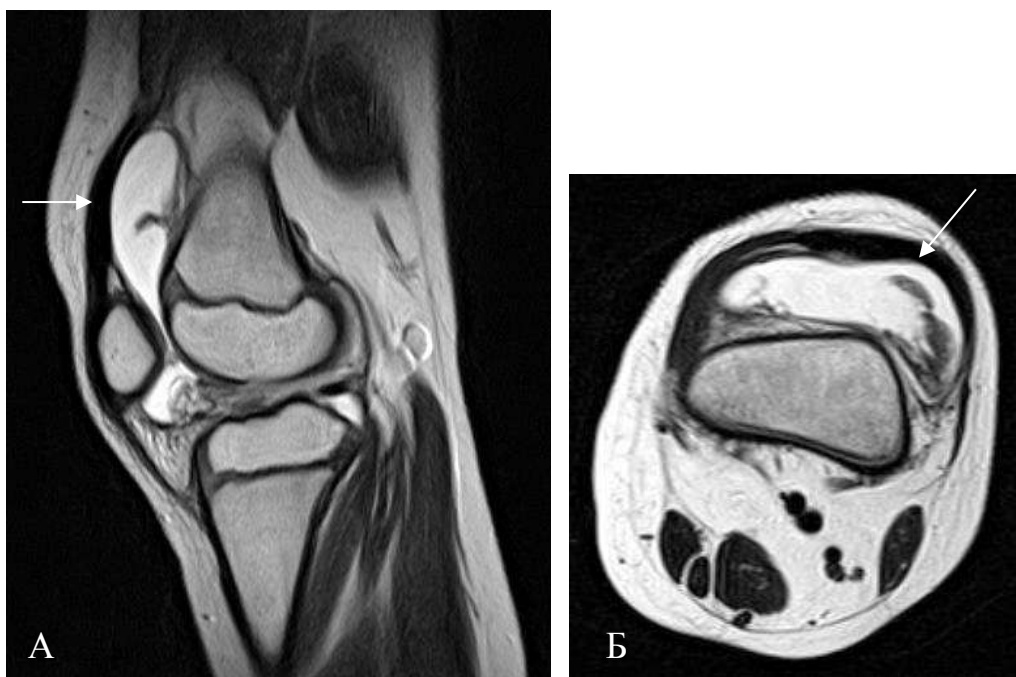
МРТ коленного сустава в сагиттальной (А) и аксиальной (Б) проекциях в режиме PDFSat. В области супрапателлярного, ретропателлярного заворотов коленного сустава - жидкость (максимальная толщина - до 2,2 см)
